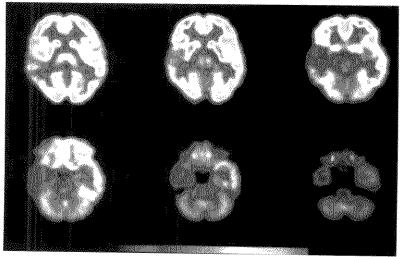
胶质瘤患者放疗后复发 PET 显像图 可见领叶代谢异常增高,是示为肿瘤复发灶
